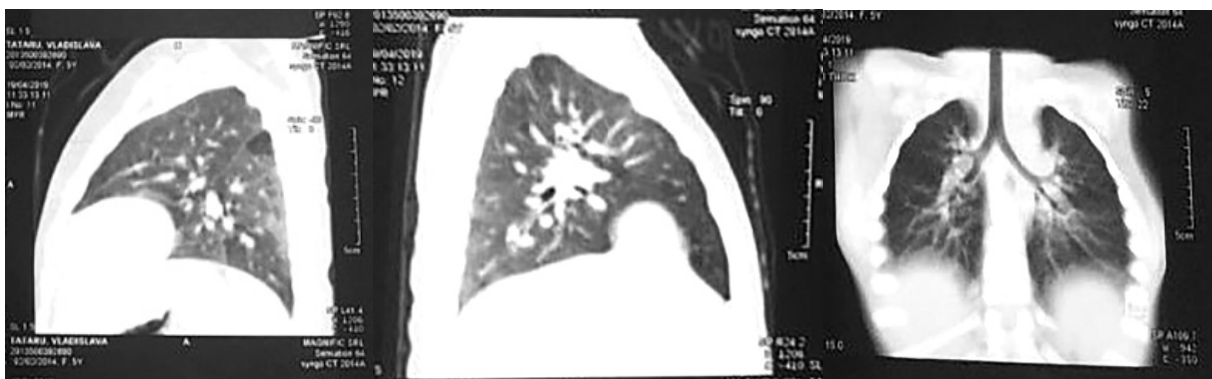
TC a pulmonilor cu substanță de contrast (19.04.19): Focare tumorale nu se vizualizează. Unice sectoare de hiperaerație a parenchimului pulmonar bilateral
